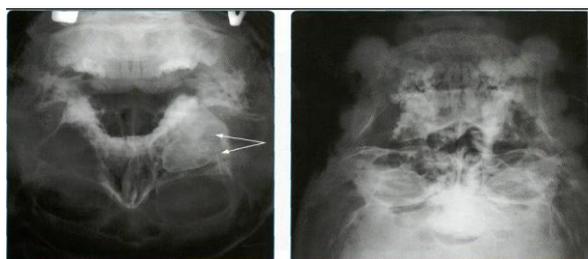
Рисунок №5 - Рентгенограмма лицевого черепа
